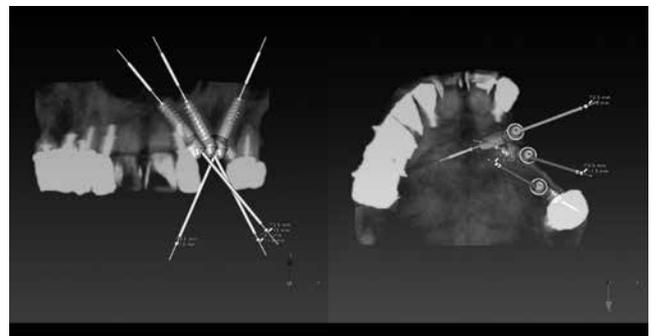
プランニング CT-VR像(左:正面観、右:咬合面観)
